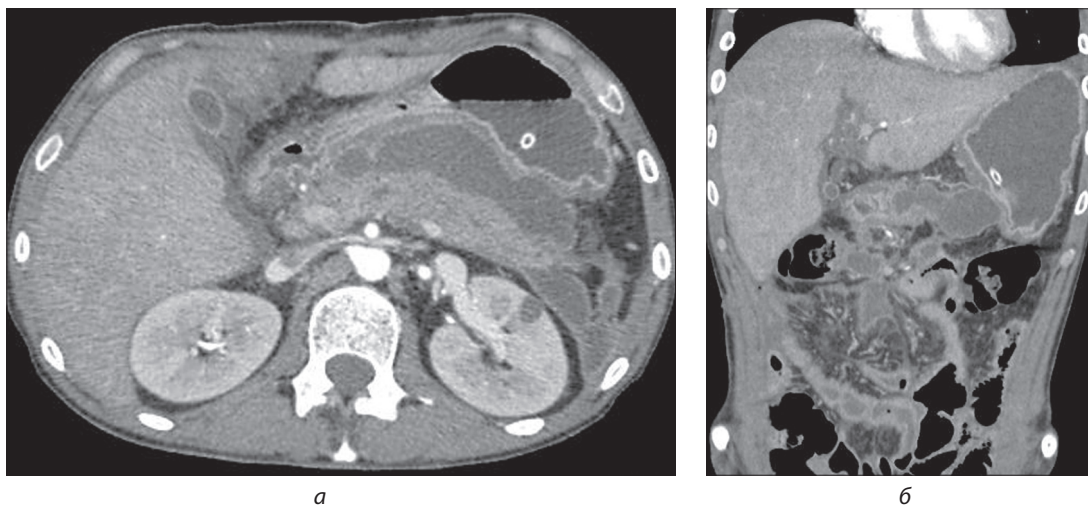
а, б. МСКТ брюшной полости больного З., 29 лет, с контрастным болюсным усилением в артериальную фазу контрастирования. Панкреонекроз, затеки воспалительной жидкости (стрелки)
